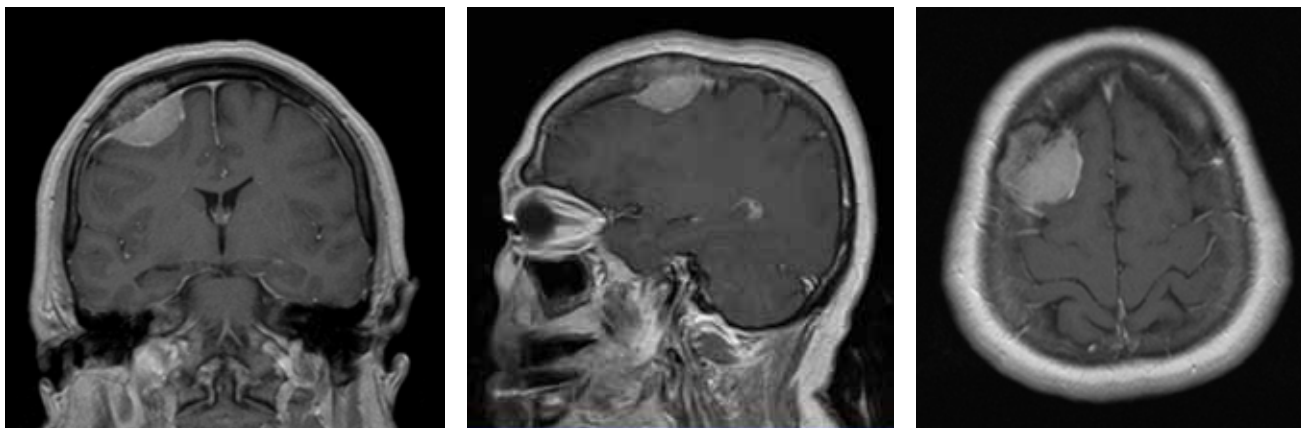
МРТ головного мозга с контрастным усилением, до операции
